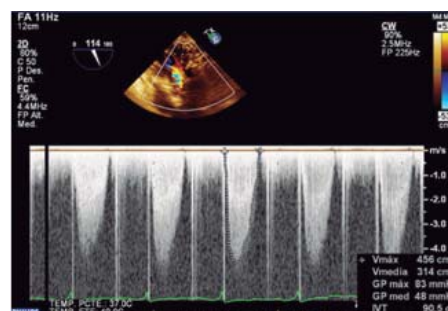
Eje transgástrico 2D profundo. En donde se documenta por Doppler continuo el gradiente a través del rodete subaórtico.
